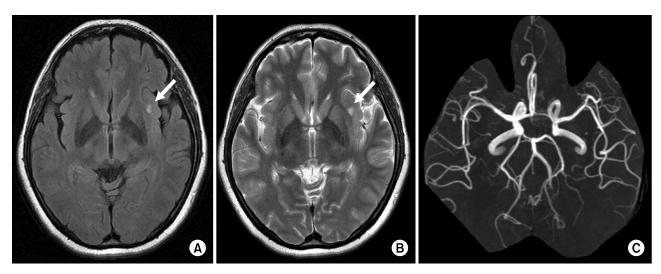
Brain MRI of the patient. (A, B) FLAIR and T-weighted image show cerebral infarction in the left insular cortex. (C) MR angiography reveals no stenotic lesion in intracranial arteries.
